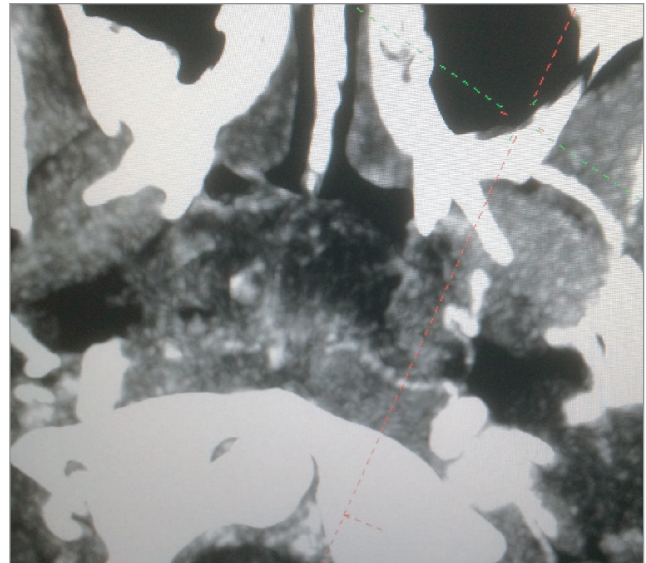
Комп'ютерна томографія носоглотки з контрастуванням пацієнтки Л., 9 років
